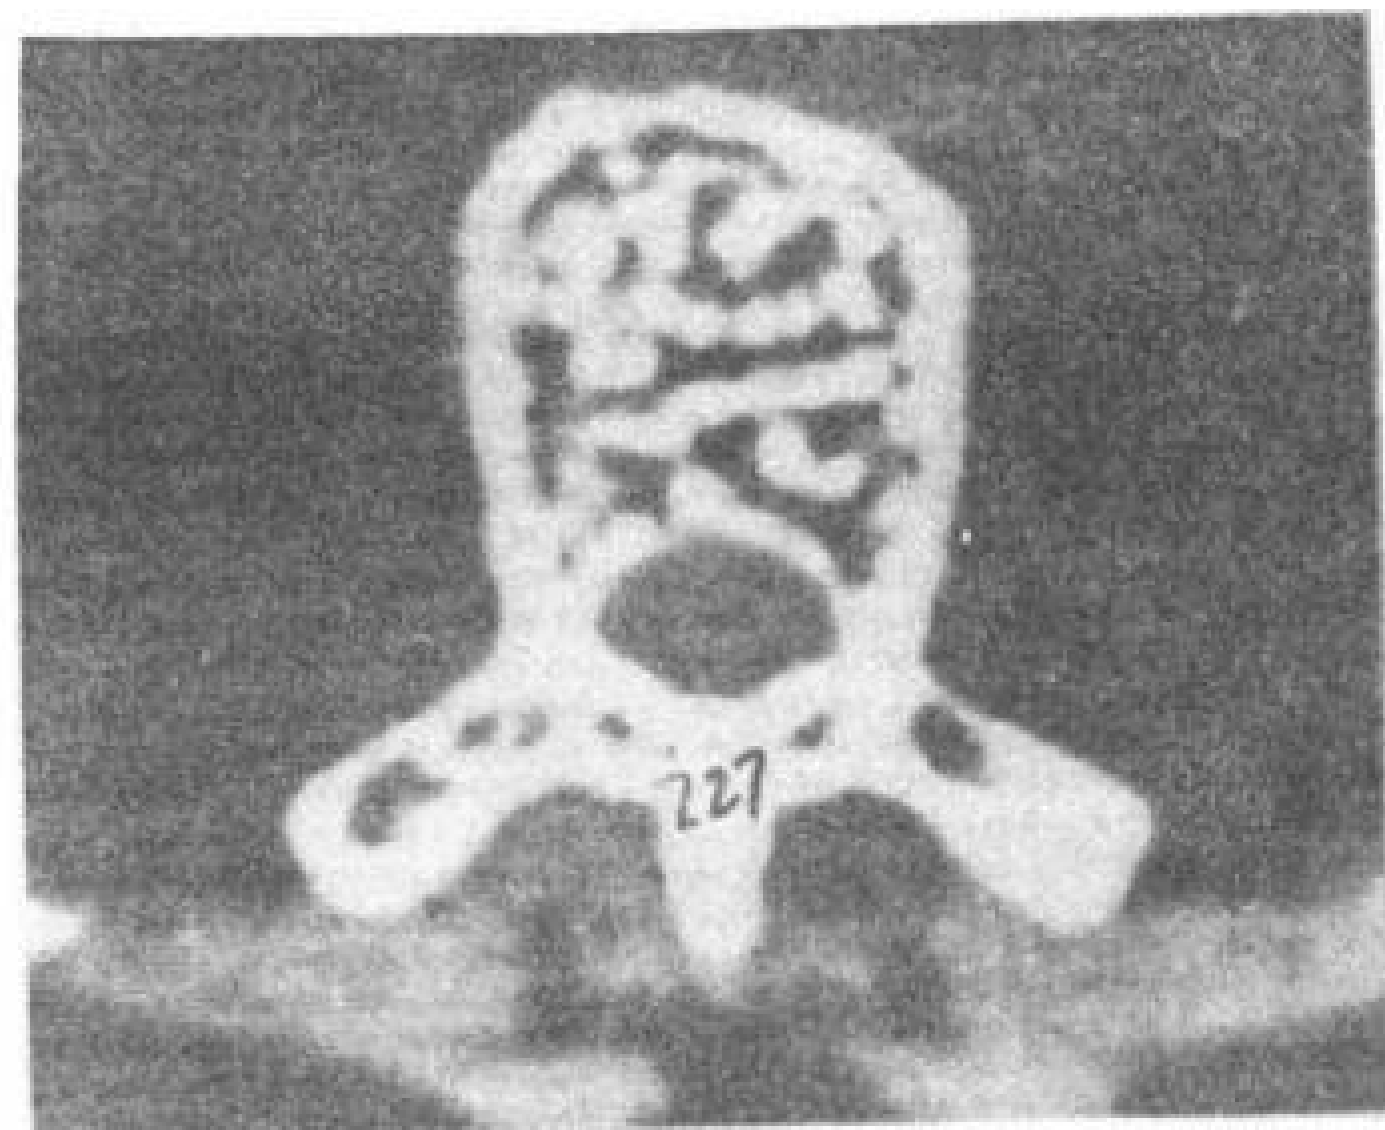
脊椎血管瘤。T<sub>1</sub>CT 横断象, 增粗纵行的骨小梁, 横断切层如圆点花纹状
